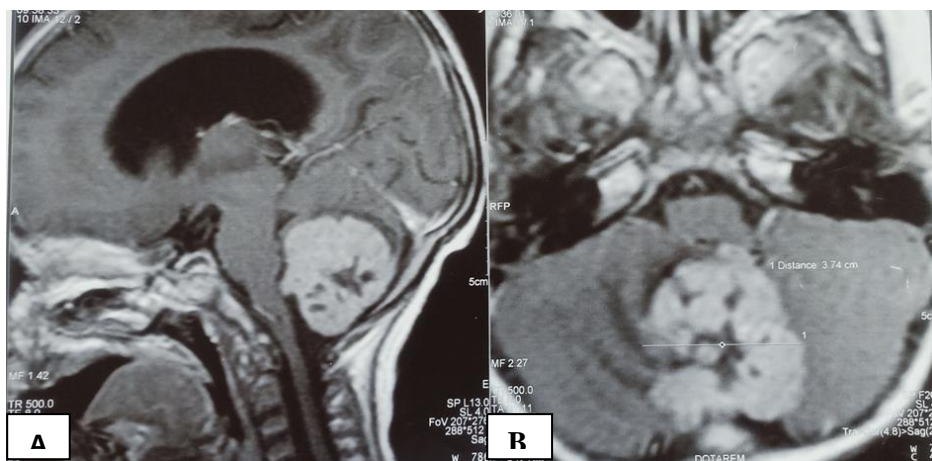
A): IRM coupe Sagittale; B): IRM coupe Axiale lésion vermineuse à extension intraventriculaire polylobé, hyper intense en T1 après inj PC
